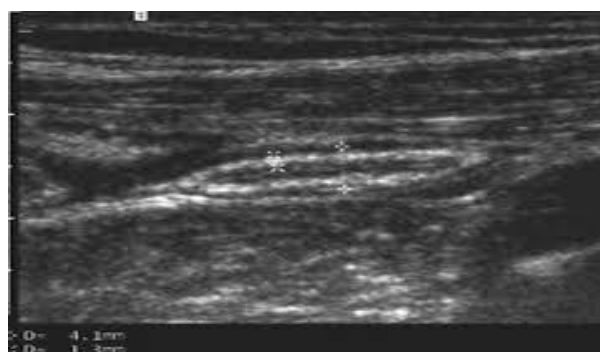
L'échographie met en évidence un appendice épaissi de 7mm de diamètre (image en doigt de gant) confirmé par le compte rendu opératoire.
